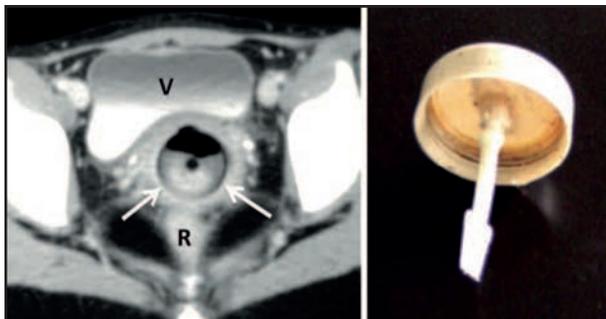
Niña de 15 años con trastorno del comportamiento, no permitió realizar examen ginecológico y el US no fue concluyente por falta de llene vesical. Consulta por dolor genital, pelviano y leucorrea de mal olor. En estas condiciones se decide realizar TC (a) el que muestra imagen de cuerpo extraño endovaginal (flechas), por el compromiso inflamatorio crónico vaginal su retiro fue quirúrgico. Foto del cuerpo extraño extraído (b). Ve = vejiga, R = recto.
